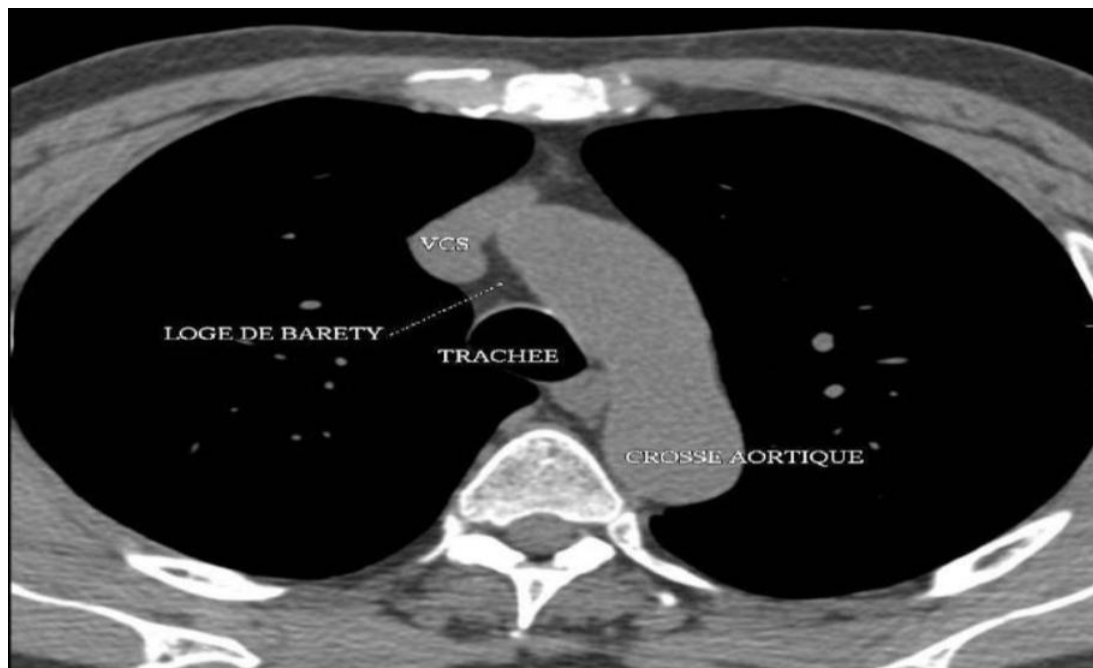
TDM thoracique sans injection coupe axiale passant par la crosse de l'aorte montrant la loge de Barety.
